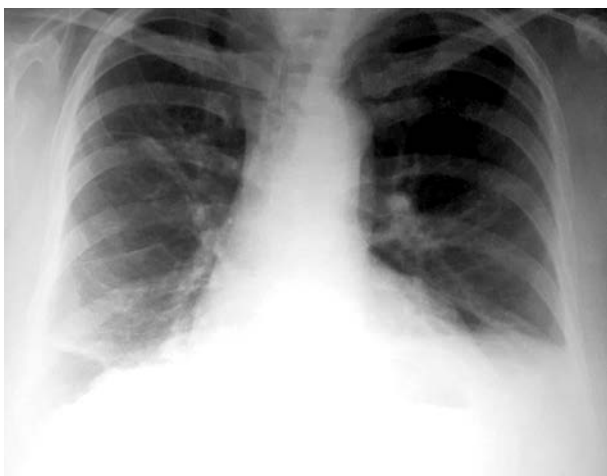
Оглядова рентгенографія органів грудної порожнини через 7 днів після операції
